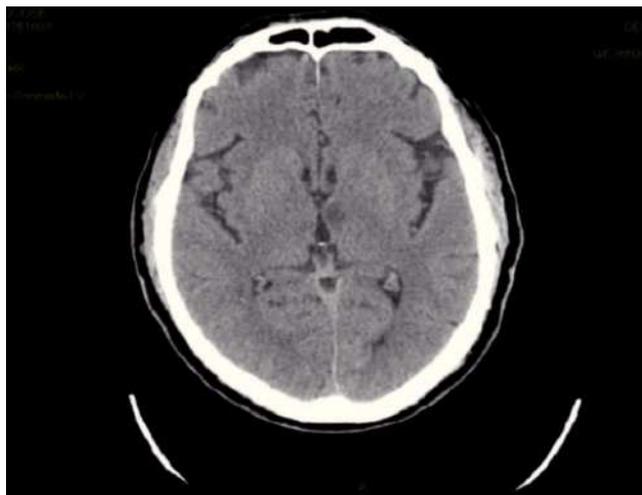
Caso 1. TC craneal sin contraste intravenoso. Lesiones hipodensas bitalámicas.
